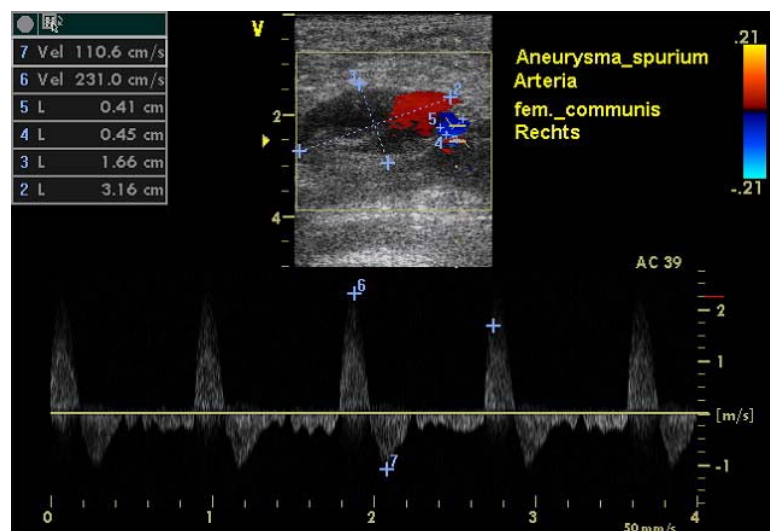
Aneurysma spurium aus der Arteria femoralis communis mit zugehörigen Messwerten im duplexsonografischen Bild
